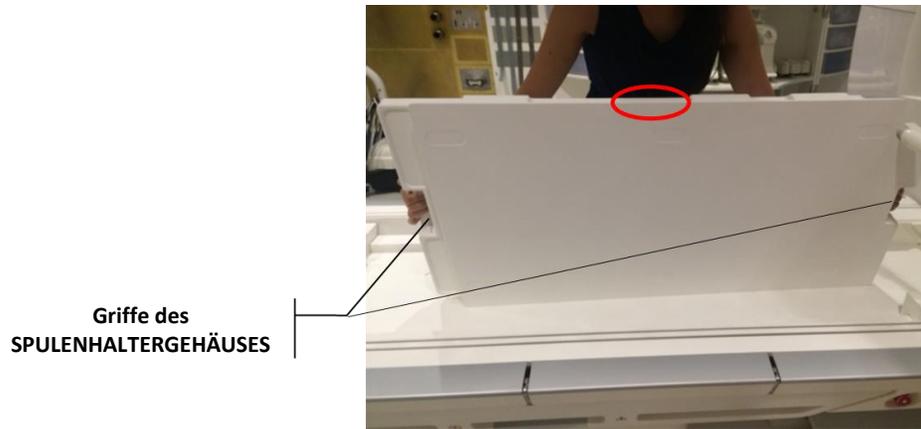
Positionierung des Spulhaltergehäuses mit der flachen Seite nach oben auf dem MRT-Tisch
